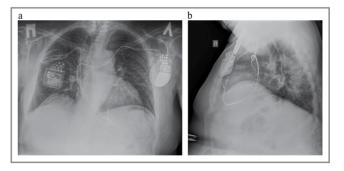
Рентгенография органов грудной клетки у пациента с МСС-устройством и CRT-D
